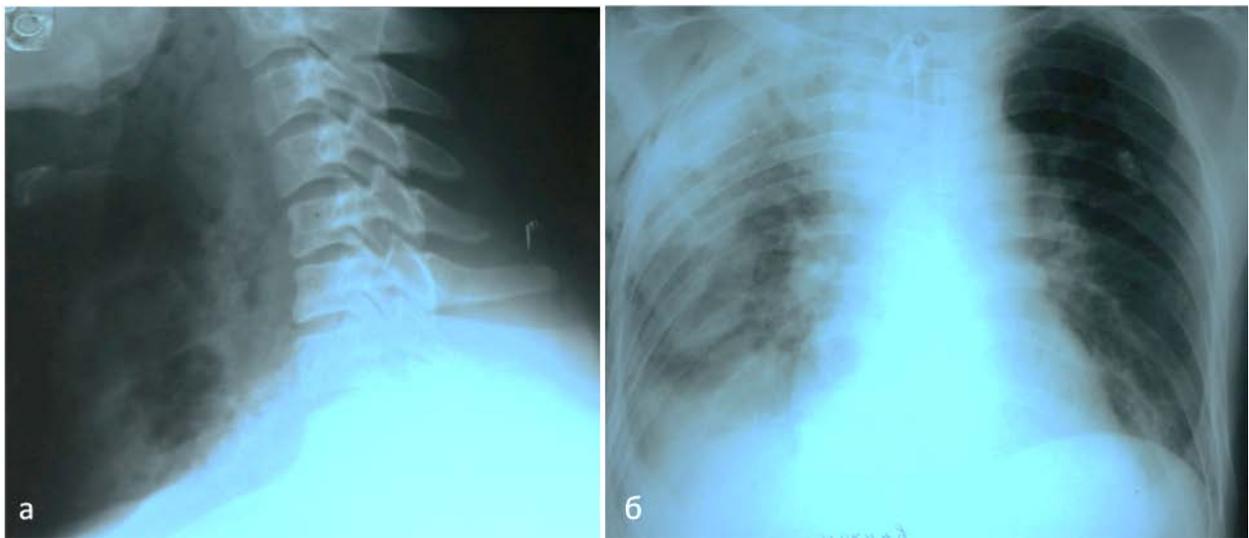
Рентгенологическая картина гнойного поражения клетчаточных пространств шеи и средостения: а – рентгенологическая картина глубокой флегмоны шеи (расширение тени предпозвоночной клетчатки), б - поражение средостения с образованием плеврального выпота и пневмонии (расширение тени средостения)
